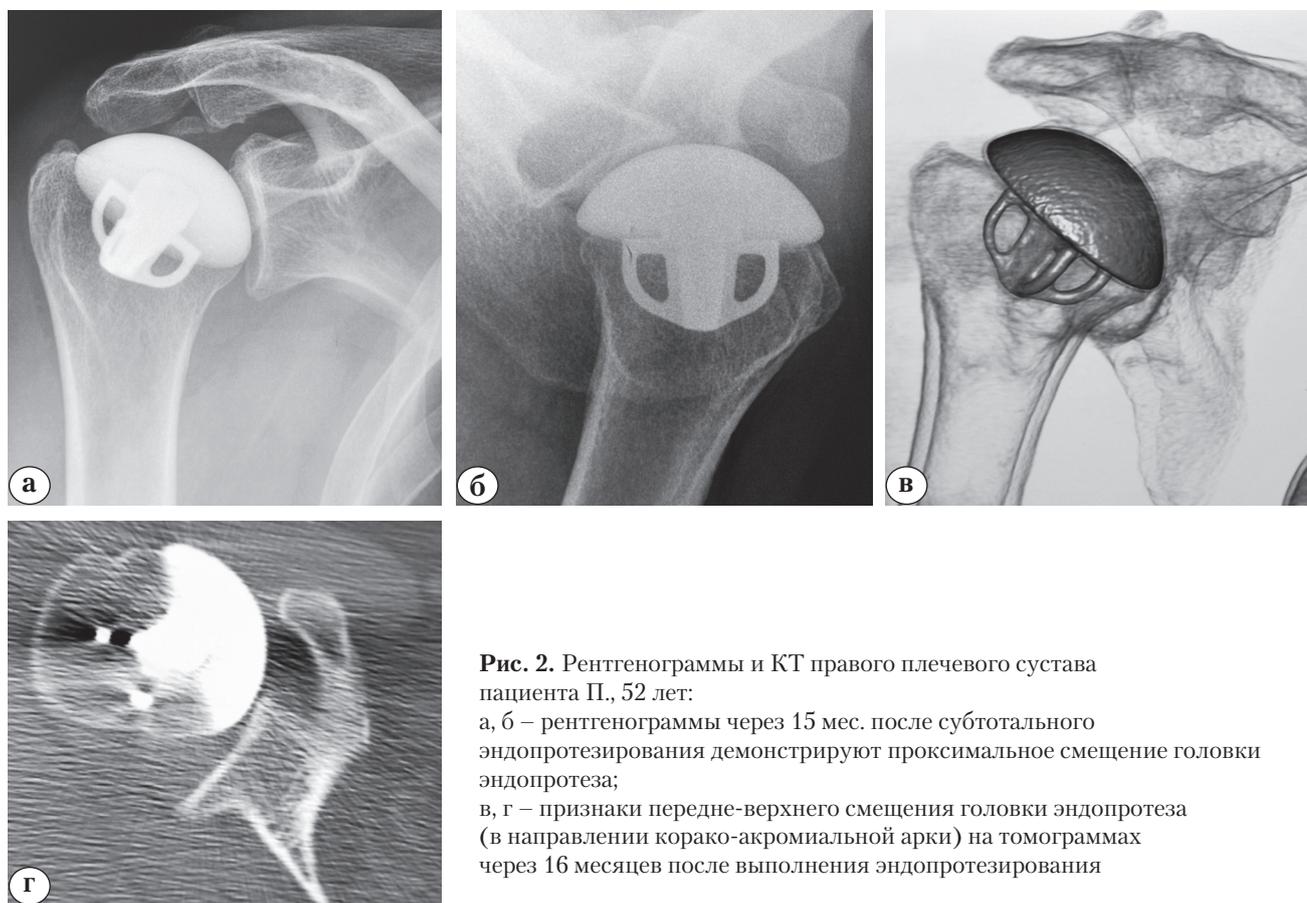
Рентгенограммы и КТ правого плечевого сустава пациента П., 52 лет:
